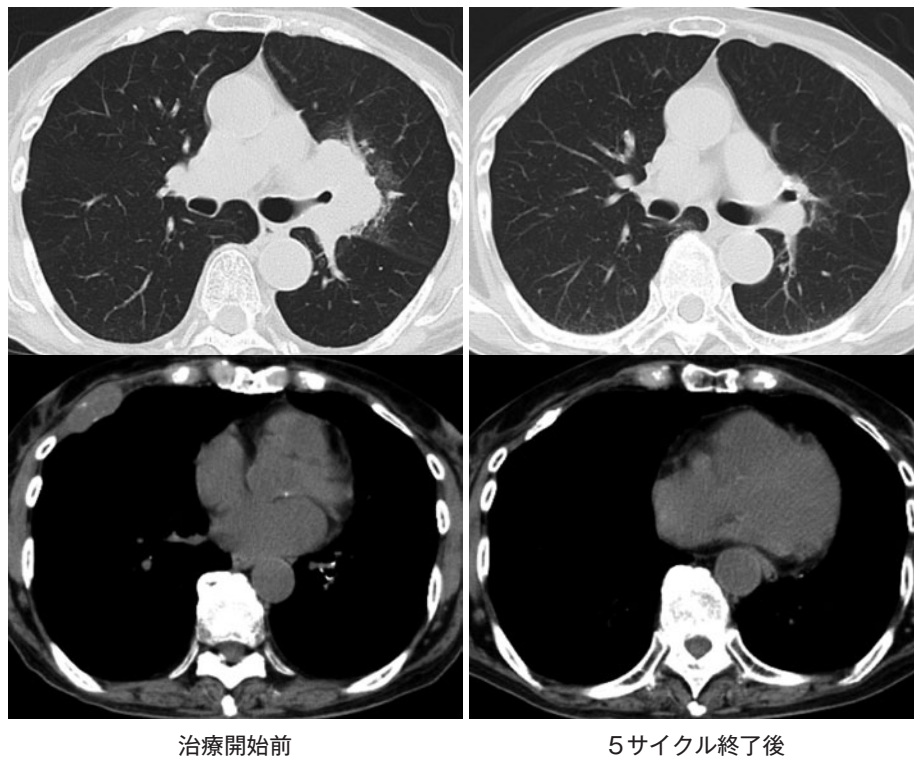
治療経過. 胸部単純CTで, 治療開始前に認められた原発巣と右第5肋骨転移巣は, ペムブロリズマブ5サイクル終了後に著明に縮小して部分奏効の抗腫瘍効果を得た.
